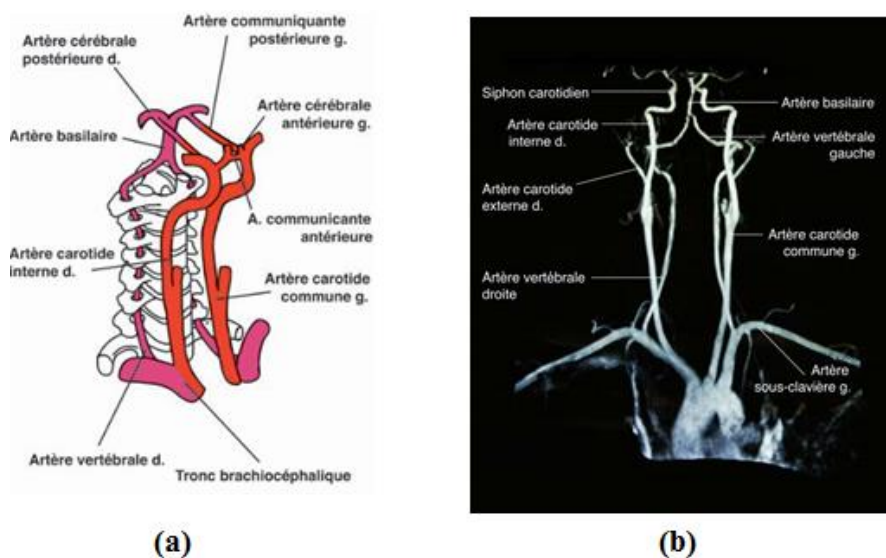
Artères à destinée encéphalique (a) vue 3/4, (b) angio IRM [55].
